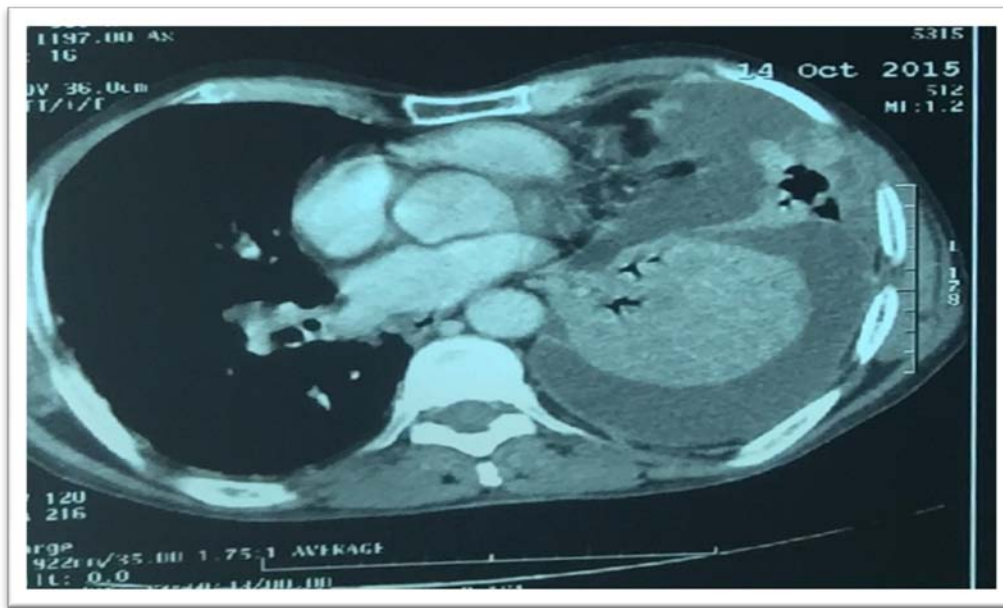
Coupe horizontale d'une TDM thoracique montrant une masse tumorale pulmonaire gauche avec atteinte pariétale et lyse osseuse.
